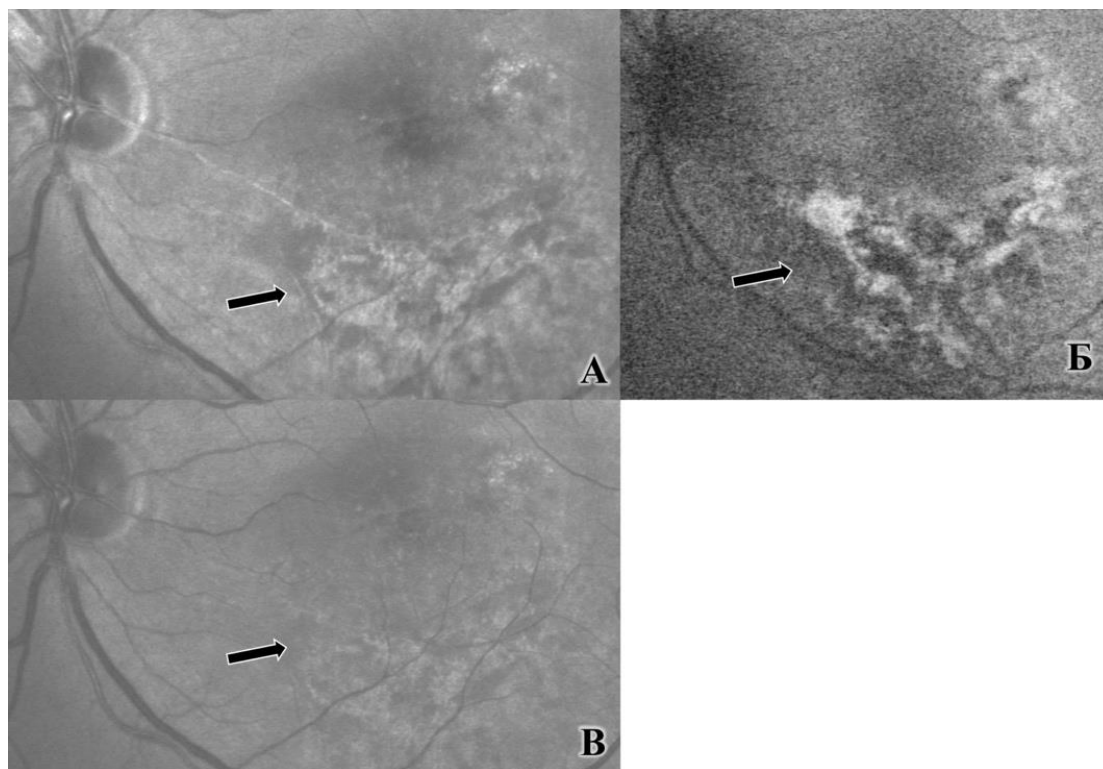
Пациент А., 46 л., ИБ Г9701\15 OS контузия глазного яблока, гифема, травматический мидриаз, частичный гемофтальм, травматический макулярный разрыв, нарушение кровообращения в системе нижневисочной ветви центральной артерии сетчатки. Формирование зоны ретинальной дистрофии через 30 дней после нарушения кровообращения ветви центральной артерии сетчатки (указано стрелкой). А) Синий лазер 490 нм Б) Регистрация аутофлюоресценции В) Зелёный лазер 532 нм
